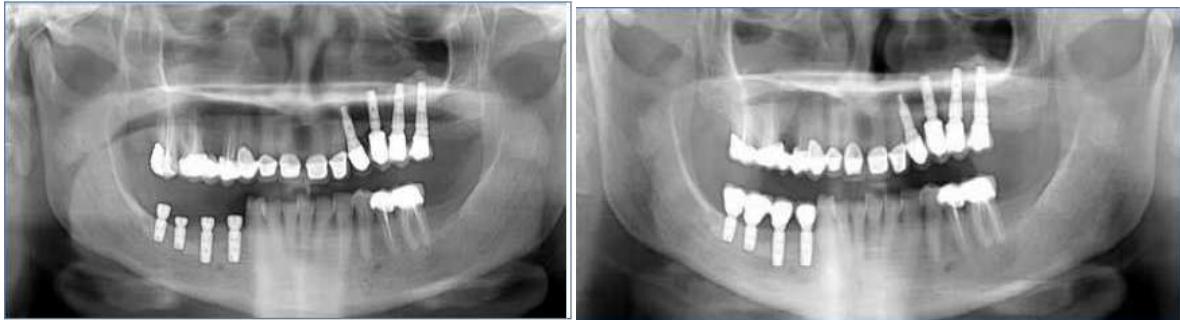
Contrôle post opératoire à 3 mois sur l'orthopantomogramme de gauche et deux ans sur celui de droite. On remarque l'absence de perte osseuse au niveau du col des implants(32)
